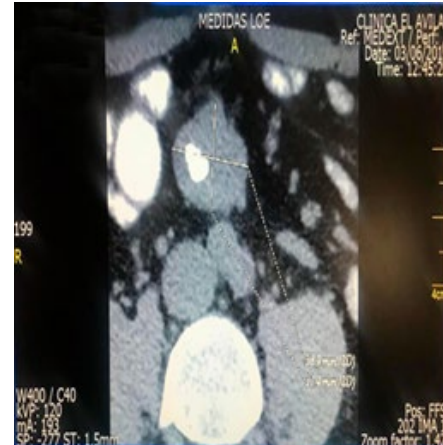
Cúmulo Cálxico Grueso/ TAC Abdominal (Medidas de LOE)
